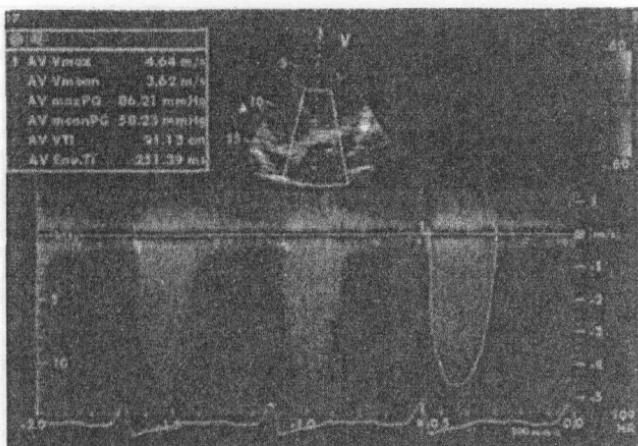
Doppler continuu (CW). Secțiune apicală 5 cavități. Înregistrarea fluxului transvalvular aortic la un pacient cu stenoza aortică strânsă. Se înregistrează velocități mari, cu posibilitatea calculării gradenților maxim și mediu folosîți în cuantificarea severității stenozei aortice.
